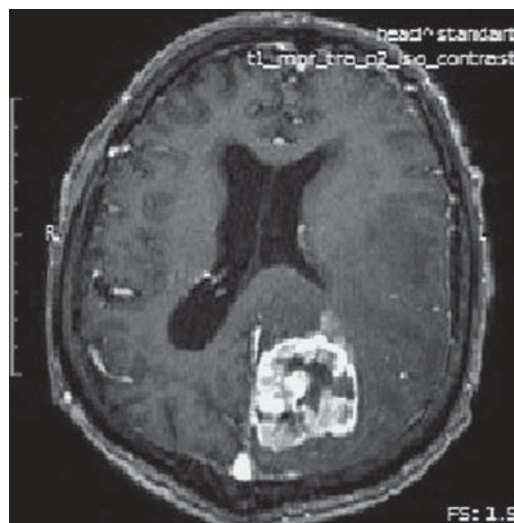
Пациент X. Магнитно-резонансная томограмма головного мозга спустя год от начала проведения ТАХЭ.
